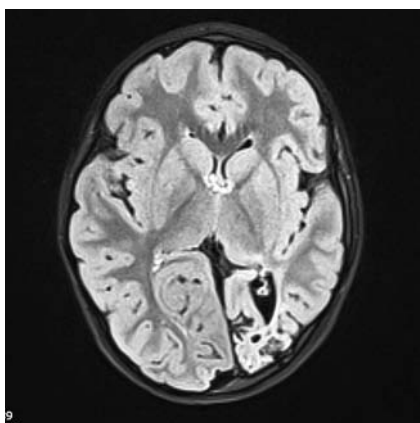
МРТ-картина головного мозга пациента М., 5 лет, поперечный срез головного мозга. Кистозно-атрофические и глиозные изменения в левой затылочной доле (постинсультного характера)
